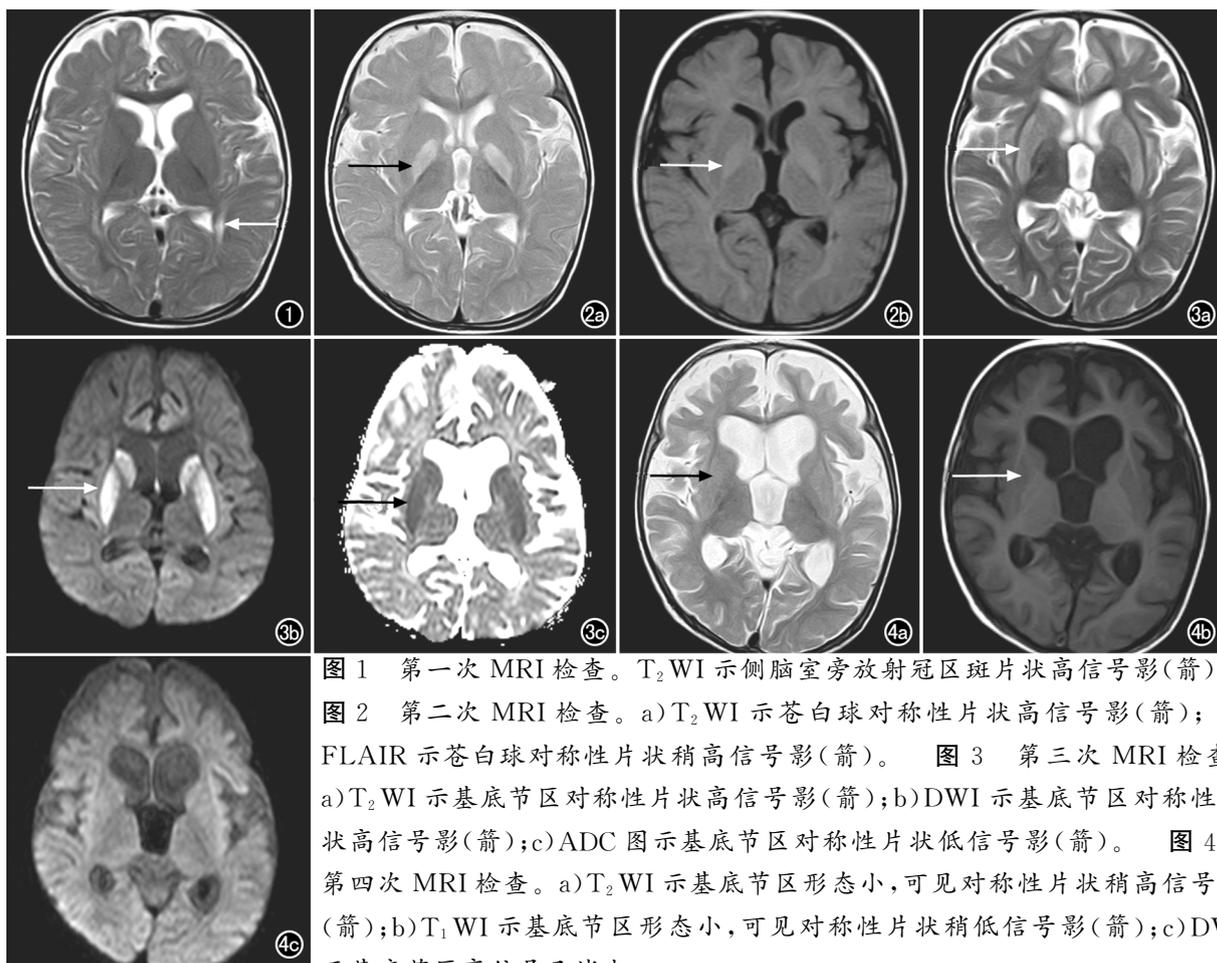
第一次MRI检查。T₂WI示侧脑室旁放射冠区斑片状高信号影(箭)。
